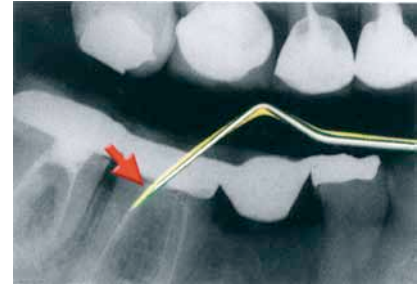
Al sobreponer el extremo utilizado del explorador DG16 y deslizarlo sobre la imagen de la radiografía en dirección del conducto; es posible conocer si esta es correcta o el saber la distancia por recorrer para alcanzarlo.
